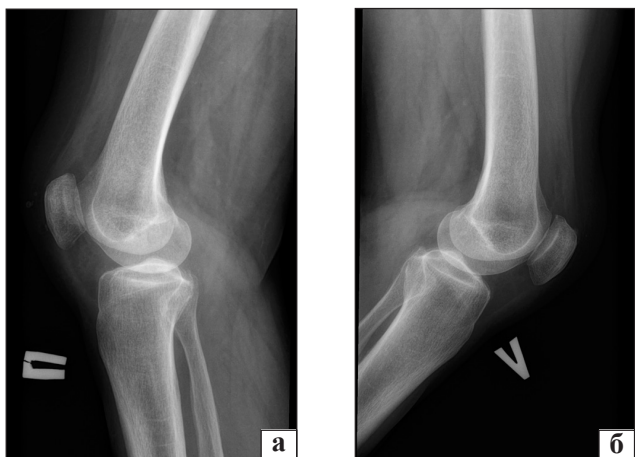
Рентгенограммы большой Л.: профильные проекции правого (а) и левого (б) коленных суставов
